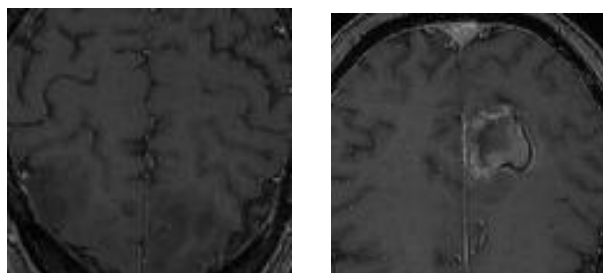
Ejemplo de resonancias magnéticas utilizada para la tesis.
